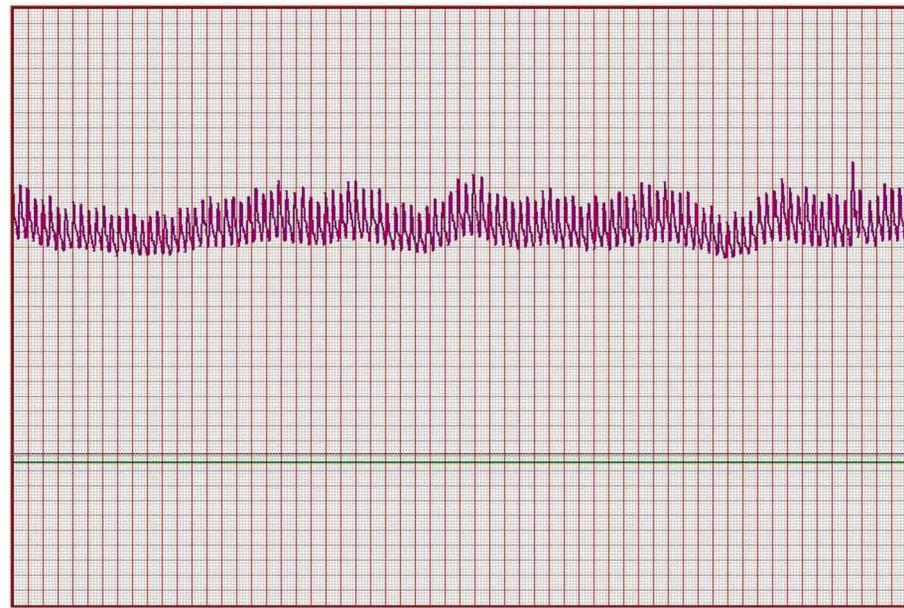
Гипертензионный тип кривой инфузионно-нагрузочного теста.
